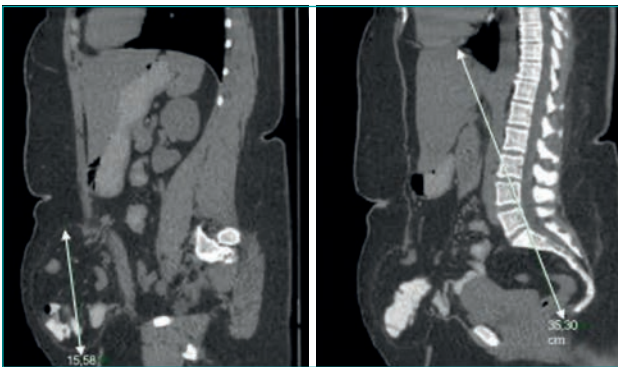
Imágenes de TAC (corte sagital) de volumetría en paciente con eventración compleja (diámetro longitudinal).
